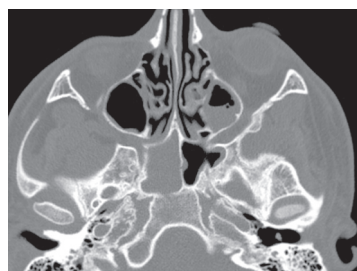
Компьютерная томография околоносовых пазух и головного мозга от 08.11.2021: аксиальная проекция в режиме skull. Тотальное затенение правой половины пазухи клиновидной кости справа, уровень жидкости в левой верхнечелюстной пазухе
